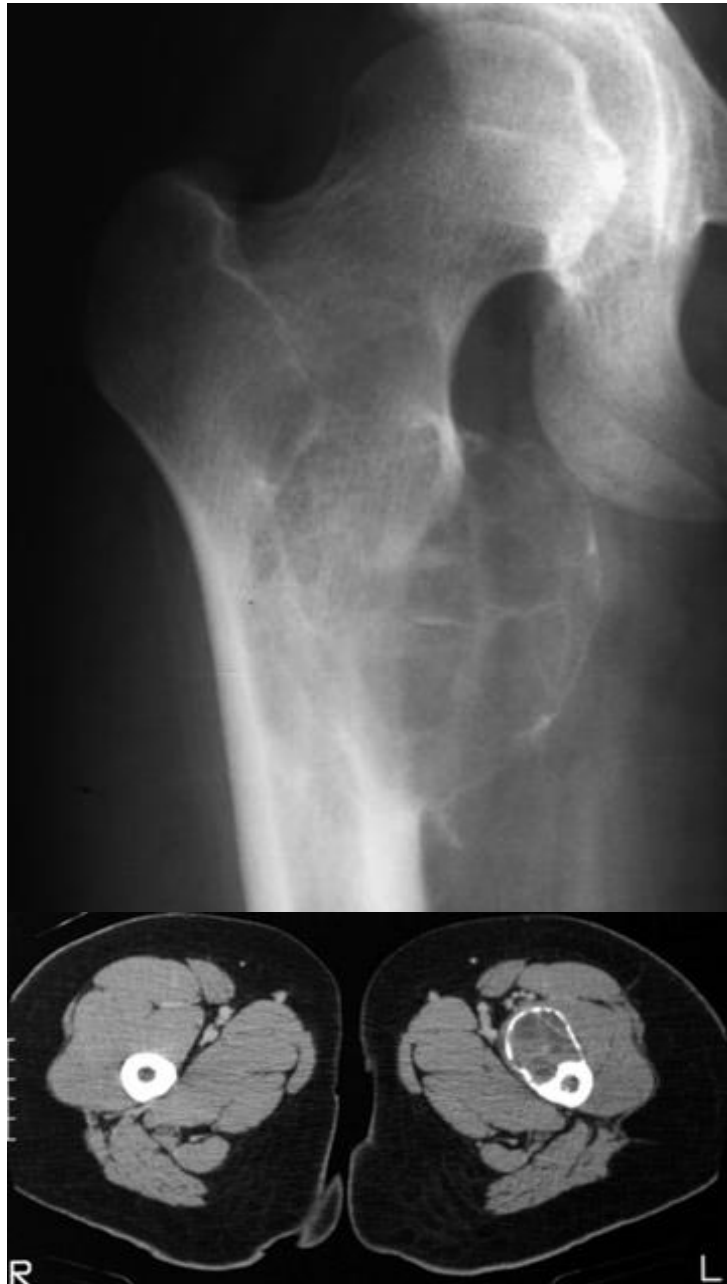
13. Radiografía frontal de la cadera derecha. Lesión quística expansiva con finos septos internos que dan la apariencia de burbujas. El corte de TAC muestra el espacio quístico septado. Este signo es altamente característico de los quistes óseos aneurismáticos.
